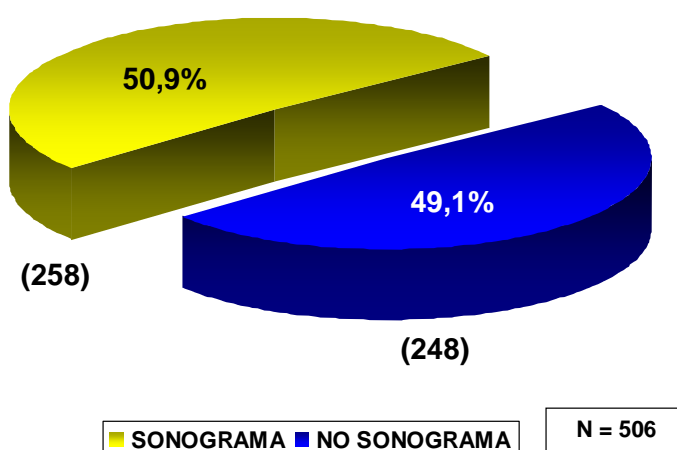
Estudios mediante sonografía doppler transcraneal.
